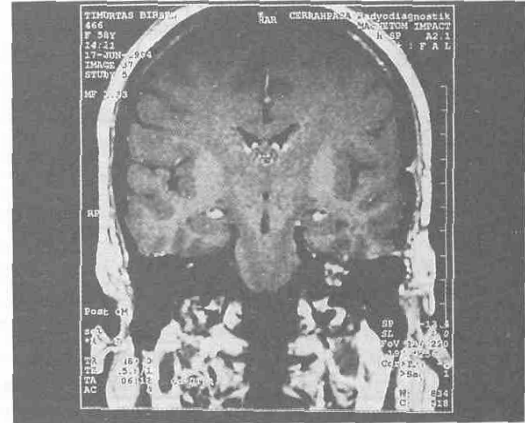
Olgu 4, pnömosisternografide PSK ve İKY'nda yer kaplayan lezyon.
